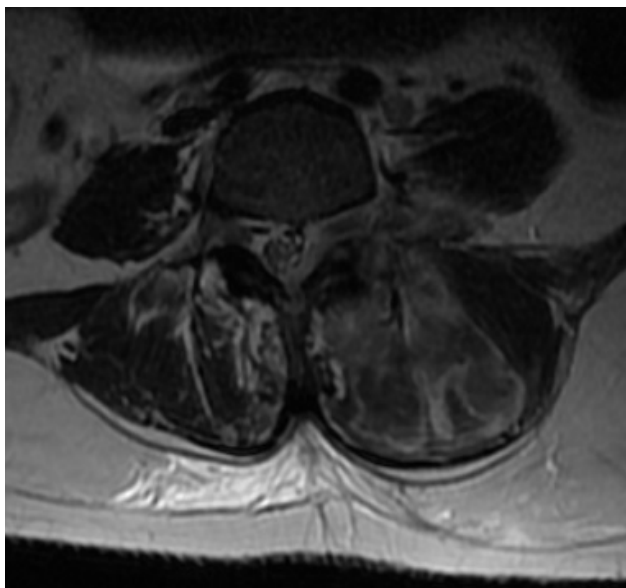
RM corte axial em T2 evidenciando aumento do volume da musculatura paravertebral e abscesso se comunicando com canal medular através do forame de conjugação
